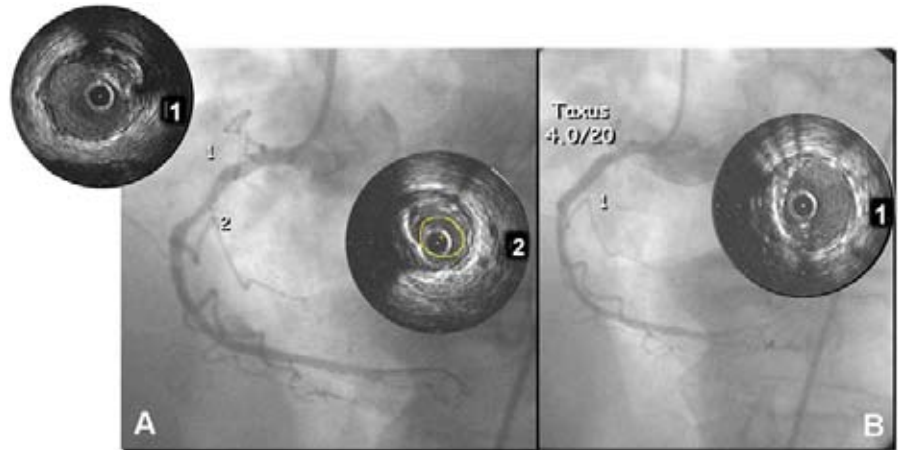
Angioplastia de CD. A1: Placa inestable, A2: después del balón. B1: después del stent, con ultrasonido intravascular
